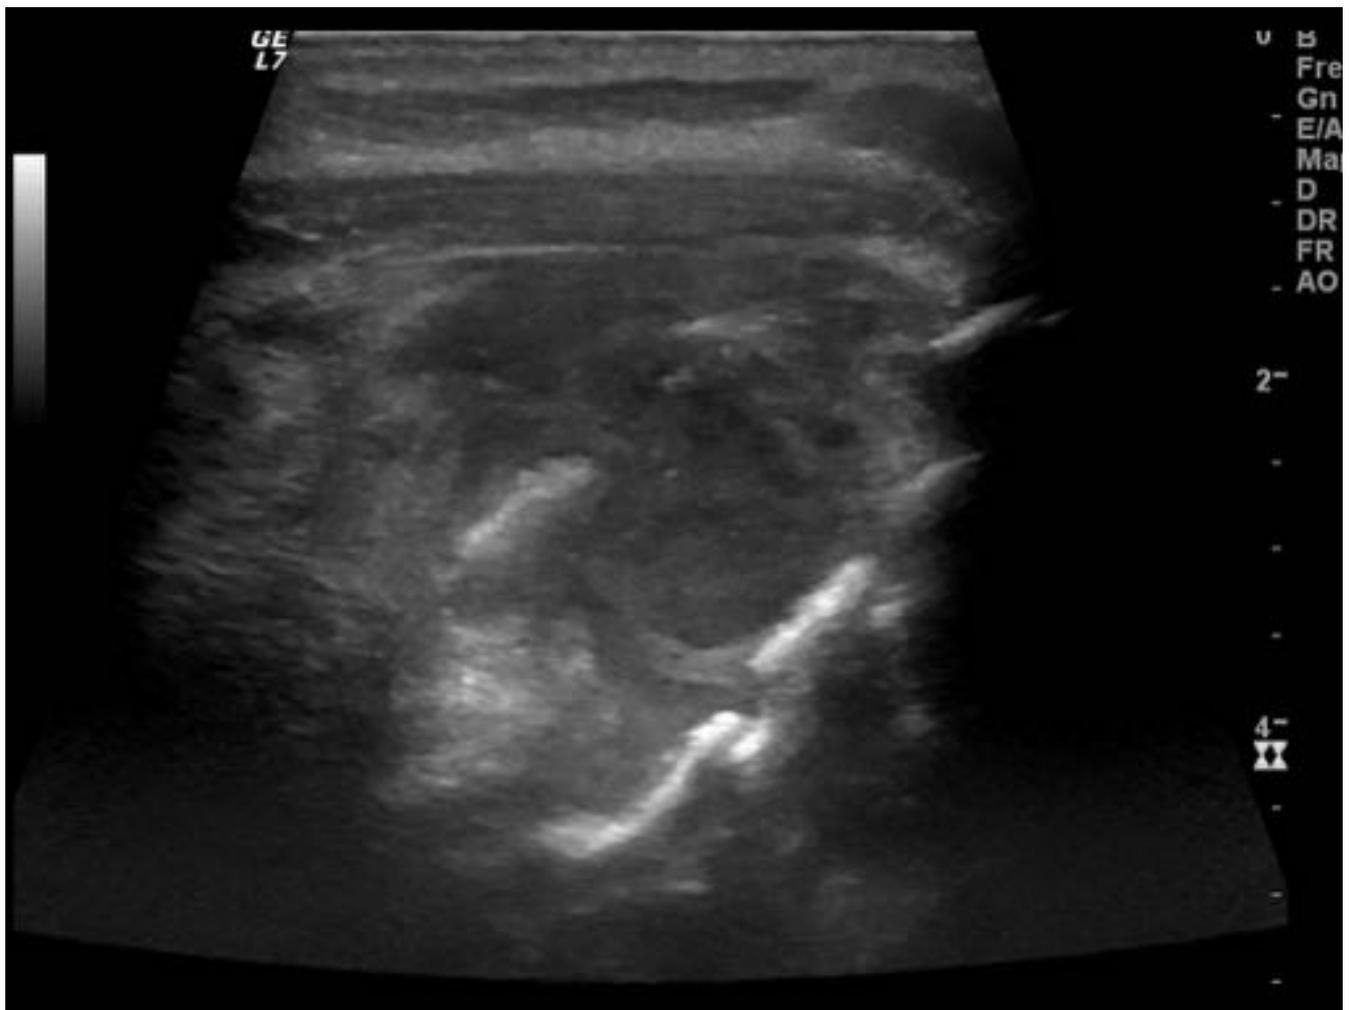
Mismo paciente que figura 2. Se decide drenaje quirúrgico y se solicita ecografía intraoperatoria que localiza la colección en la región retroauricular izquierda y marca punto óptimo para drenaje. Se demuestra la alteración del hueso subyacente en relación con osteomielitis occipital.
